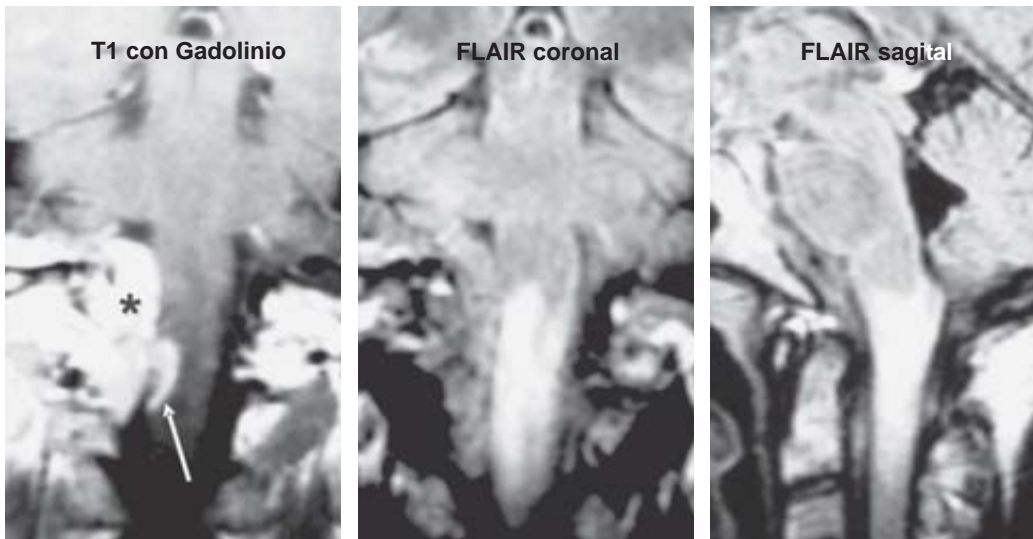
Mielitis por radioterapia en mujer de 25 años con meningioma residual (*). Reforzamiento medular con Gadolinio en T1 (flecha) e hiperintensidad en FLAIR por edema medular.
